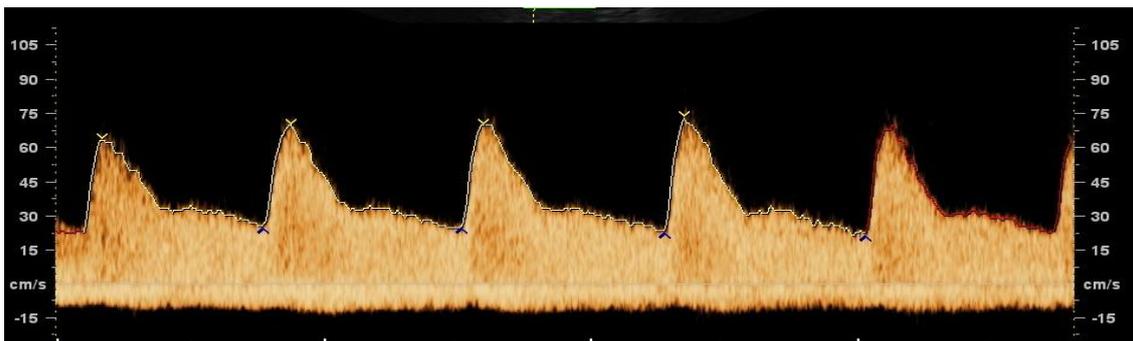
Doppler velocimetrico normale a 12 settimane
